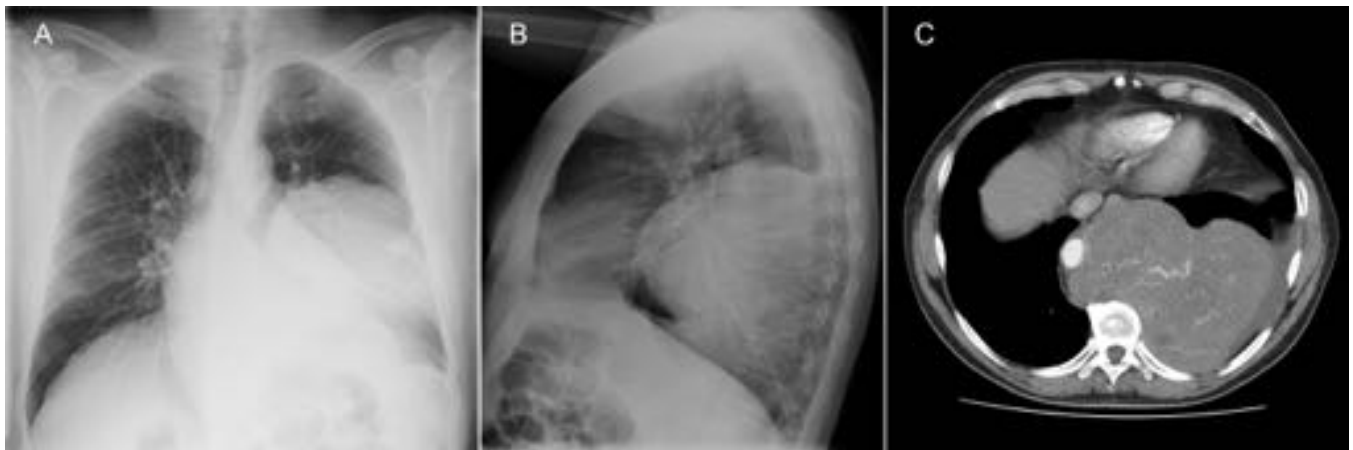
Tumor fibroso pleural benigno en un hombre de 56 años que acude por disnea y dorsalgia. A y B. Radiografías PA y lateral de tórax. Masa bien definida de gran tamaño localizada en hemitórax izquierdo. C. TC con contraste IV con ventana de mediastino. Masa sólida de gran tamaño (16 cm) con realce heterogéneo y bilobulada, en la base del hemitórax izquierdo, que desplaza aorta, corazón y esófago hacia la derecha. Leve derrame pleural izquierdo asociado.
